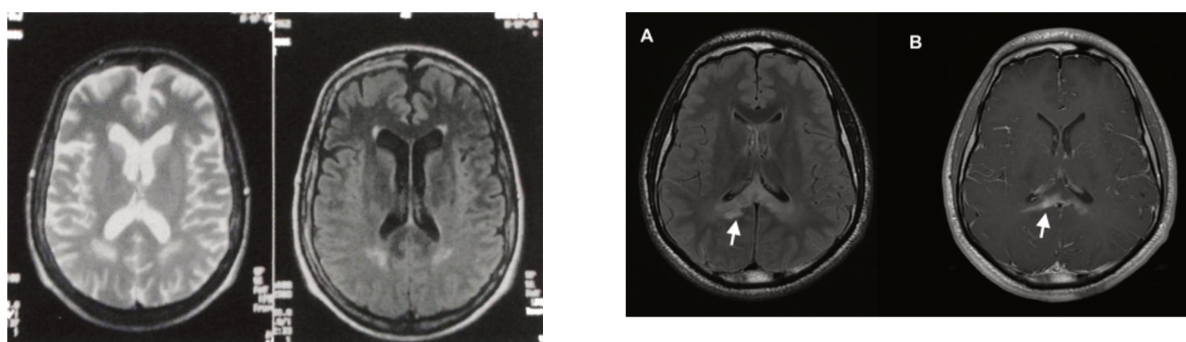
ALD liée à l'X typique se présentant chez deux patients avec PEP. HS T2/FLAIR de la substance blanche pariéto-occipitale (deux images de gauche) ou HS de la région trigonale droite s'étendant au splénium du corps calleux avec léger rehaussement (deux images de droite). Courtesy of Ramos-Rios et al. & Smith et al. (101,102)
